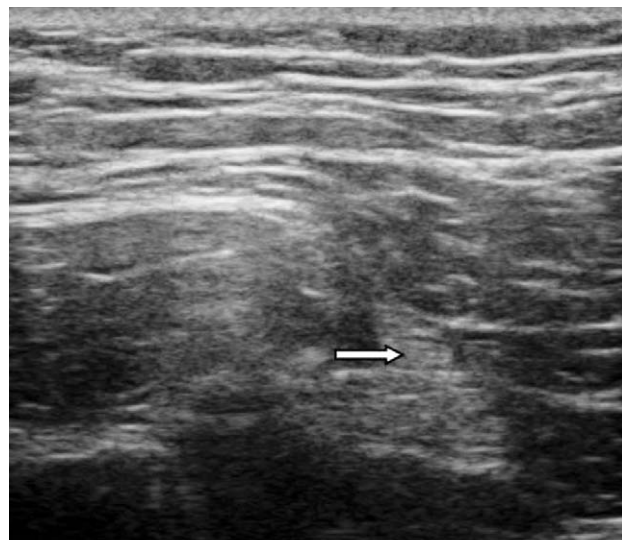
Posterior hip ultrasonography distal to ischial tuberosity shows hamstring muscles and under these muscles sciatic nerve (block arrow) could be observed.
